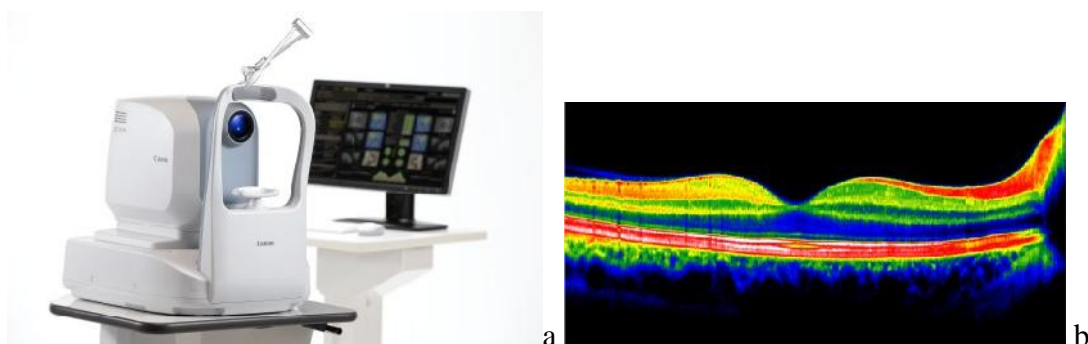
Tomographie par cohérence optique – *a) La tomographie par cohérence optique est une technique d'imagerie non invasive et sans contact qui utilise la réflexion des faisceaux lasers afin de visualiser des structures anatomiques en coupe. Cela permet d'obtenir l'épaisseur de la macula et de la papille optique avec une précision de l'ordre de 5 à 10 μm . b) Rétine normale.*
